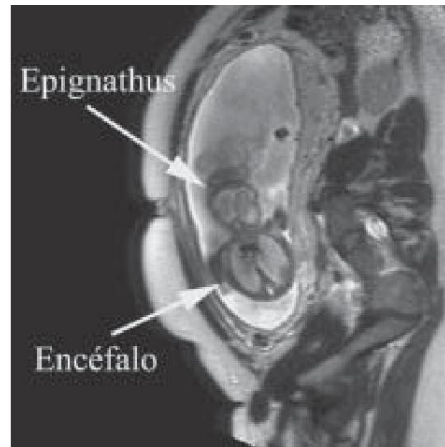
y Fig. 19. Se observa la imagen de un epignathus en una ecografía a las 25 semanas de gestación y en una resonancia magnética respectivamente. Tomado de Escobar y cols. ⁽¹⁰⁾
